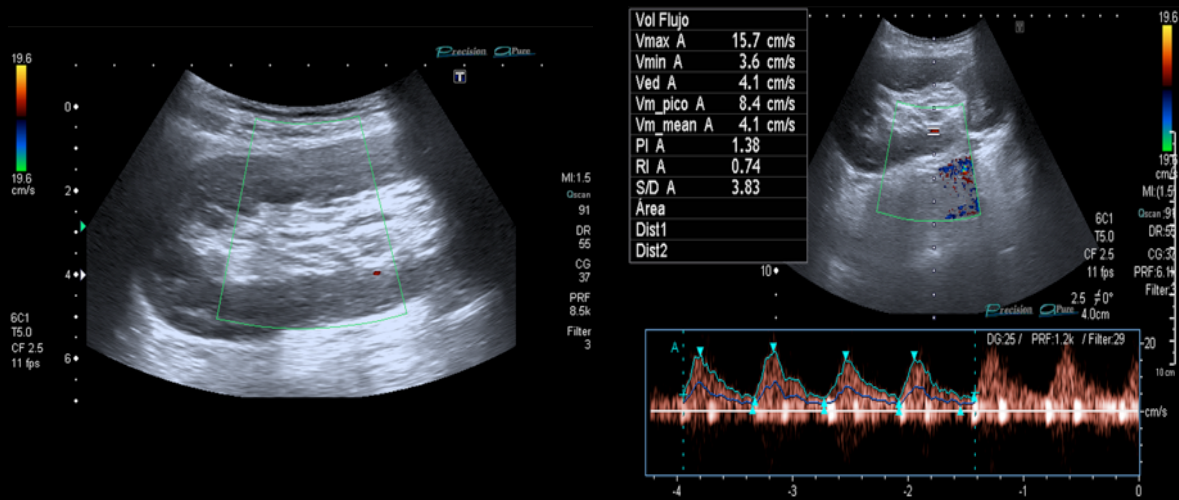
Ecografía-Doppler: injerto renal con vascularización intrarrenal arterial y venosa prácticamente inexistente, sin conseguir apenas curvas intrarrenales en modo espectral. Asimismo, a nivel de la arteria y vena renales el flujo se muestra muy disminuido.
